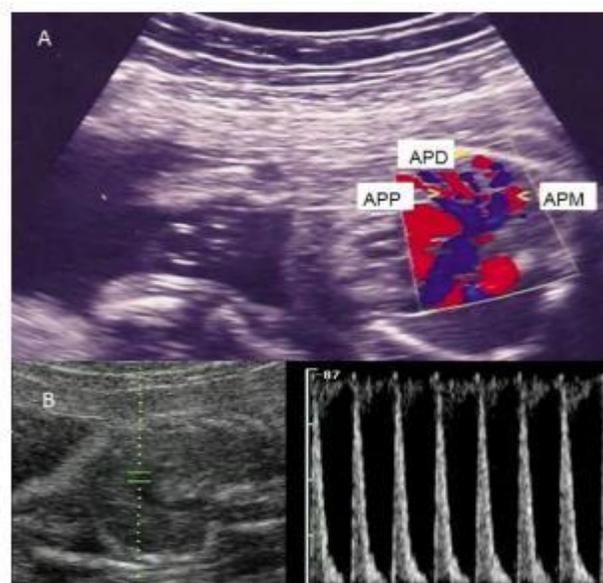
Figura tomada de “Doppler de las arterias pulmonares fetales posterior al uso de betametasona para la maduración pulmonar” del Instituto de Inmunología Clínica de Mérida.⁶⁷
